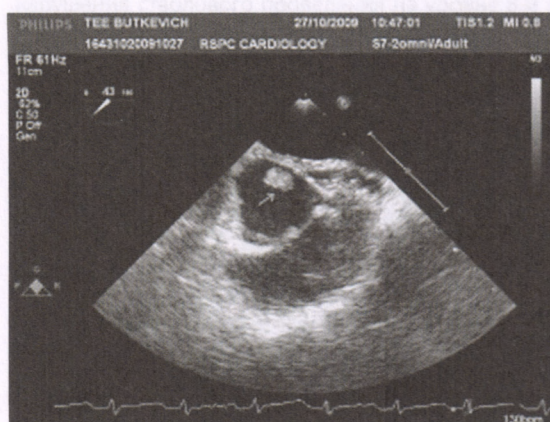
УЗИ-картина камер сердца
